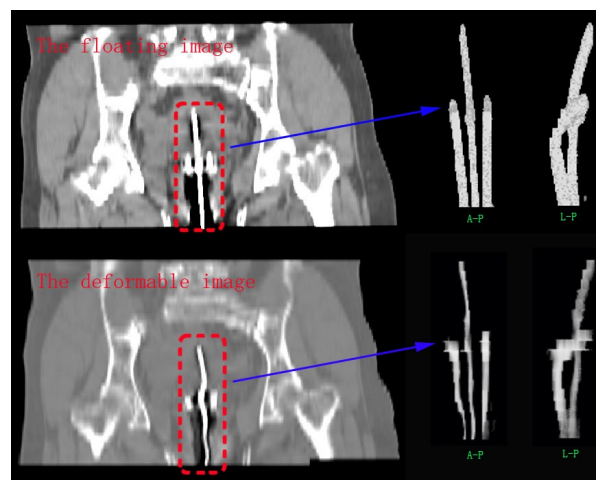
不同分次的后装CT图像配准时金属施源器对配准精度的影响
